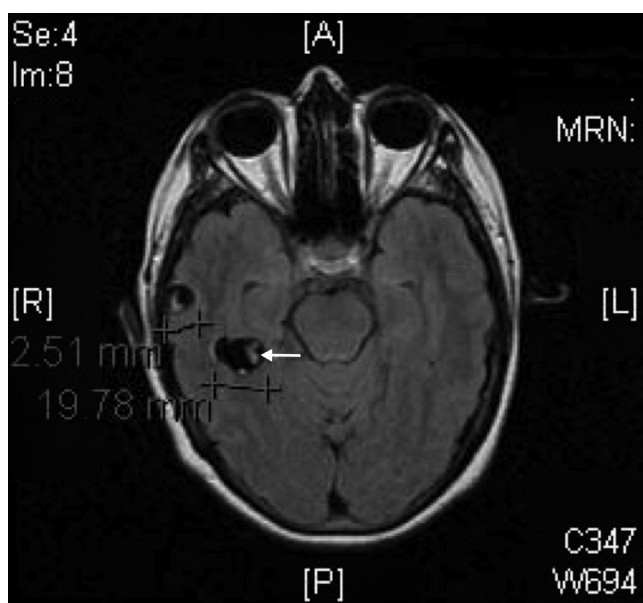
RM de cráneo donde se objetivan una lesión con un nódulo mural hiperintenso (flecha blanca) que representa el escólex sin edema perilesional y otra en el parietal izquierdo de 1 cm con edema.
